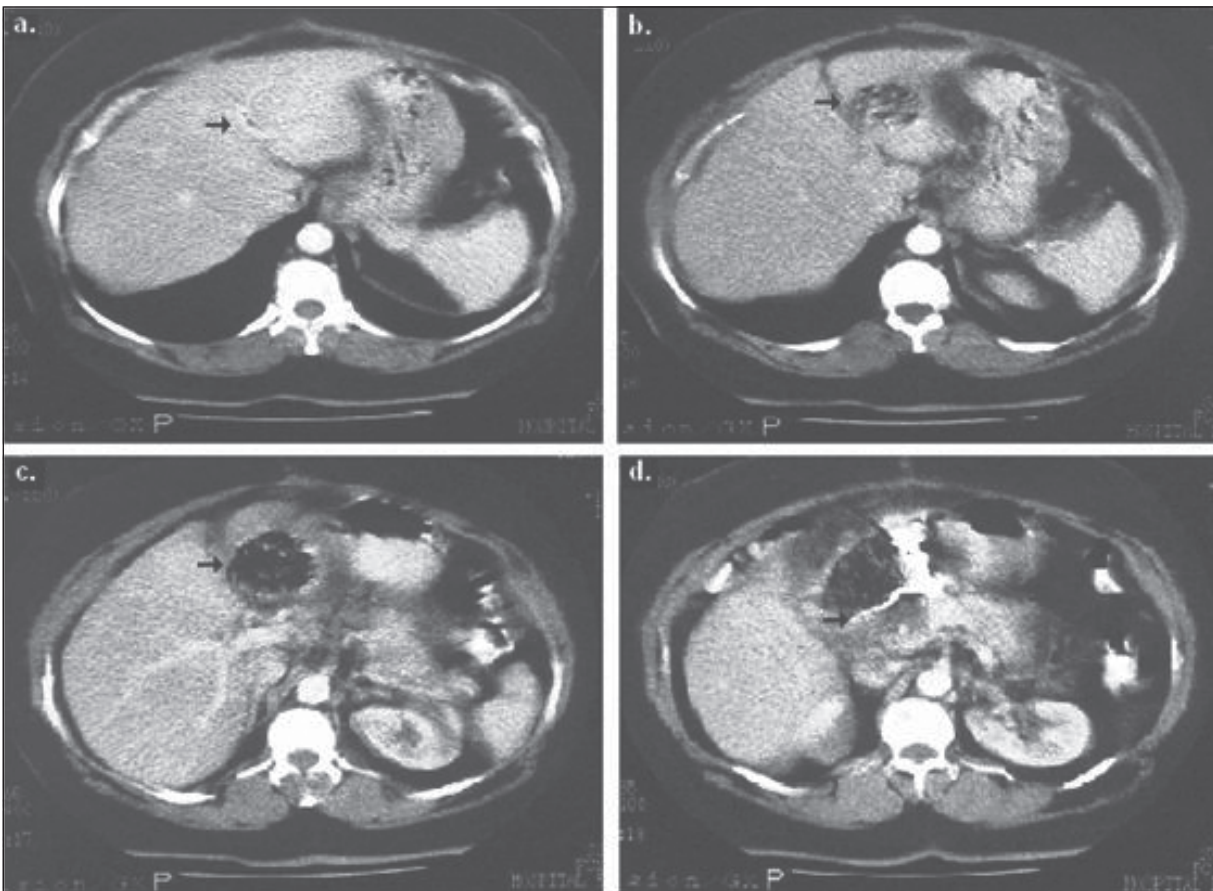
A, B, C Y D. Tomografía de abdomen con contraste, con evidencia de “masa” a nivel del hígado con pared bien definida, contornos nítidos, niveles hidroaéreos, esponjiforme y signos de inflamación periférica. En la figura 1d se observa una imagen aumentada de intensidad que corresponde a material radiopaco.
